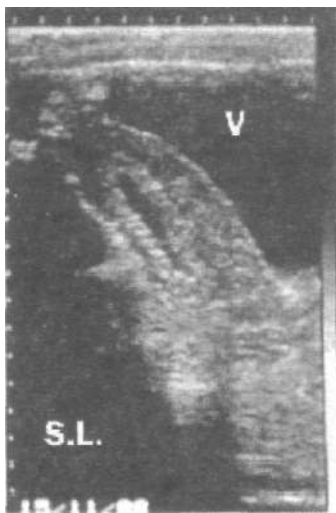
Histerosalpingografie ecografică, cavitate normală.
